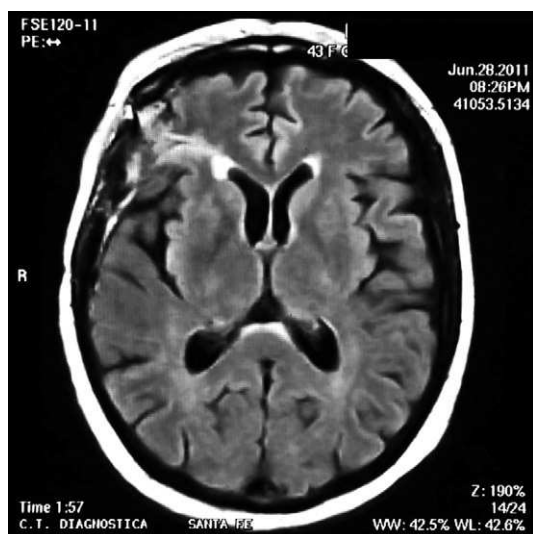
RM de cerebro luego del tratamiento con ciclofosfamida por vía intravenosa sin observarse lesiones.
